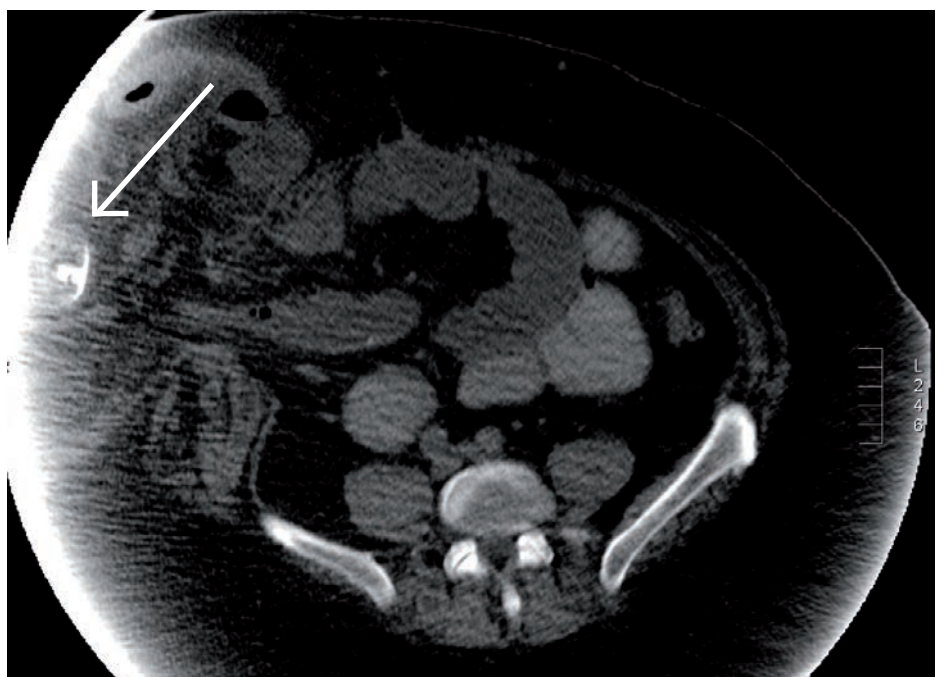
CT Abdomen mit parastomaler Hernie (Pfeil zeigt den Ballon)
